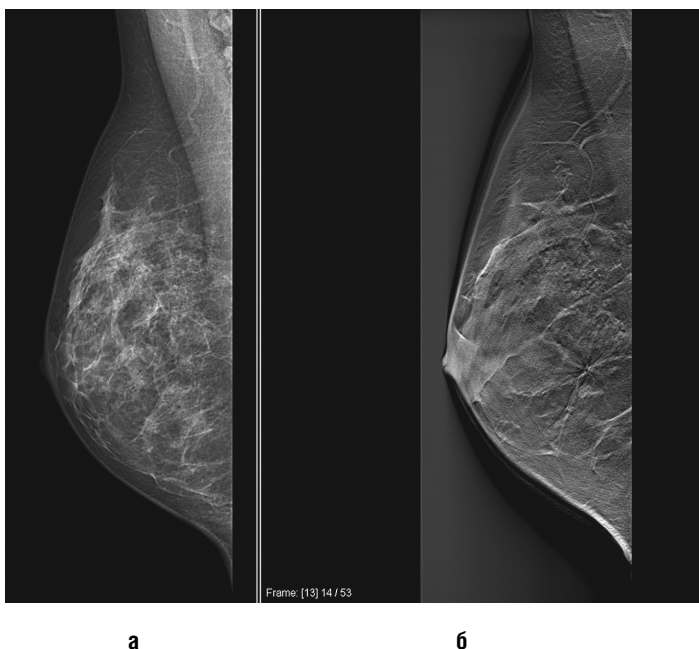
Радиальный рубец: а — рентгенограмма правой молочной железы в косой медиолатеральной проекции; б — изображение в режиме томосинтеза (14-й срез). В нижних квадрантах определяется участок перестройки структуры с лучистыми контурами низкой плотности
